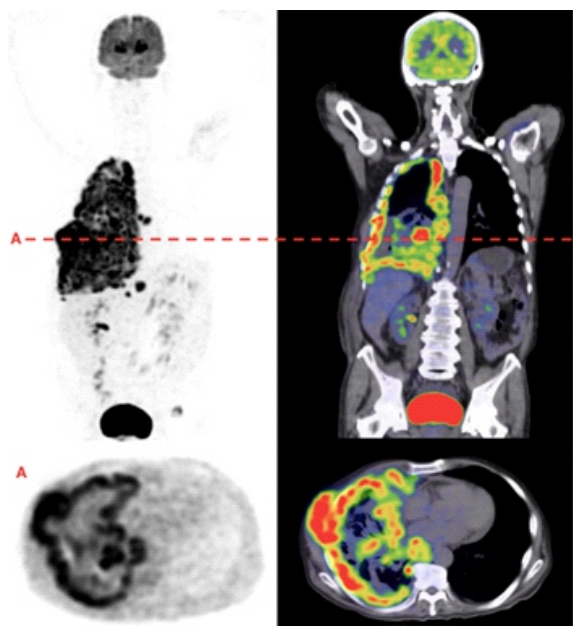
Imagen de máxima intensidad y PET, vistas coronal y axial, que muestran captación intensa lineal y nodular de <sup>18</sup>F-FDG en espacio pleural derecho con SUV<sub>máx</sub> 9.51. No evidencia de metabolismo anormal en pulmón contralateral. Captación en hueso iliaco izquierdo con hipermetabolismo focal SUV<sub>máx</sub> 3.74.
